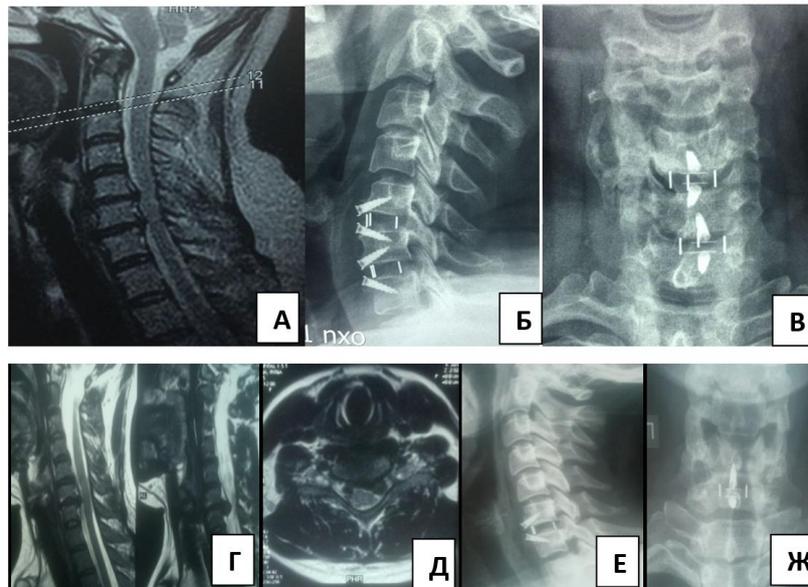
Дооперационные фотографии МРТ и контрольные спондилограммы в прямой и боковой проекциях выполненного оперативного вмешательства «Дискэктомия и спондилодез кейджем Peek Prevail фирмы Medtronic» при одно-, двухуровневого переднего шейного спондилодеза. А – грыжа диска С5-С6, С6-С7 МРТ до операции. Б – после операция спондилограмма в боковой проекции. В – после операция спондилограмма в прямой проекции. Г, Д – МРТ до операции у пациента с грыжей диска С6-С7. Е – после операция спондилограмма в боковой проекции. Ж – после операция спондилограмма в прямой проекции
